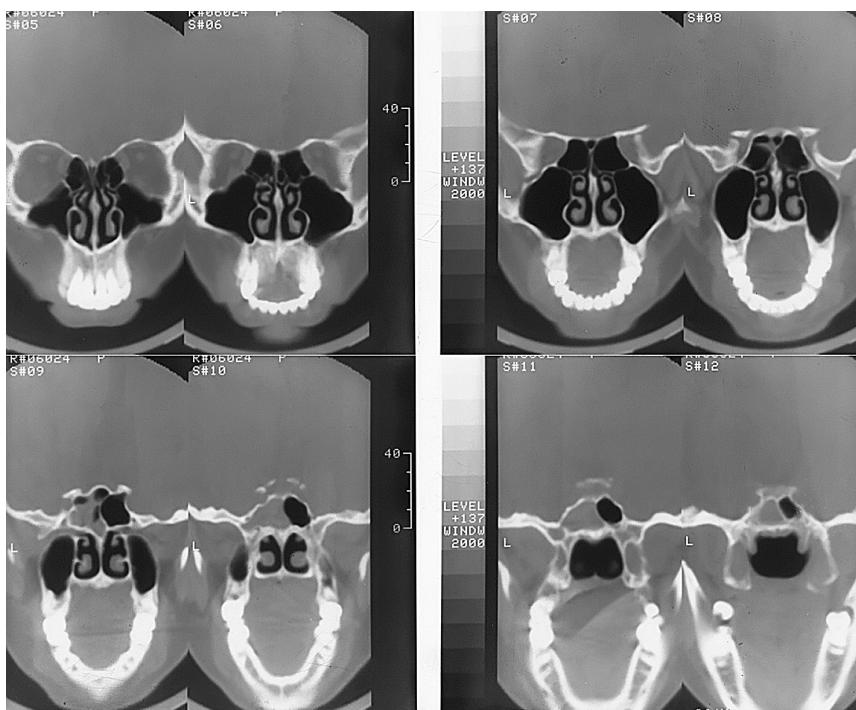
Компьютерная томография пациента до операции
